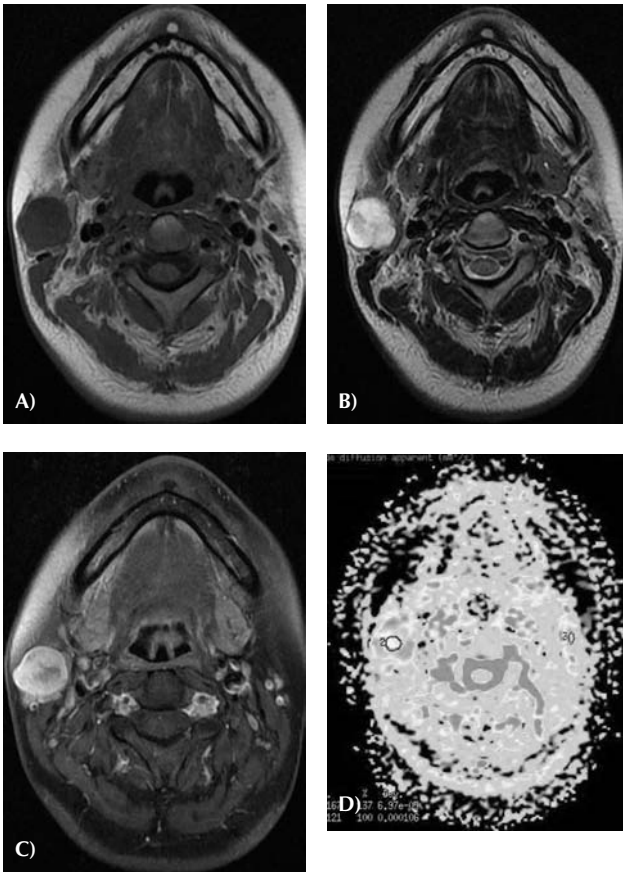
IRM de la loge parotidienne sans et avec gadolinium : adénome pléomorphe. A) Coupe axiale en séquence T1 : la tumeur est en hyposignal par rapport au reste de la glande ; elle est homogène, discrètement lobulée. B) Coupe axiale en séquence T2 : la lésion est en hypersignal franc. C) Coupe axiale en séquence T1 avec saturation du signal de la graisse et injection de gadolinium : rehaussement de la lésion tissulaire. Ces caractéristiques IRM sont fortement évocatrices d'un adénome pléomorphe parotidien. D) Image de diffusion : le rapport du coefficient de diffusion du côté atteint sur le côté sain, supérieur à 1,2 (ici 1,37), donc en faveur d'une lésion bénigne, conforte ce diagnostic.
